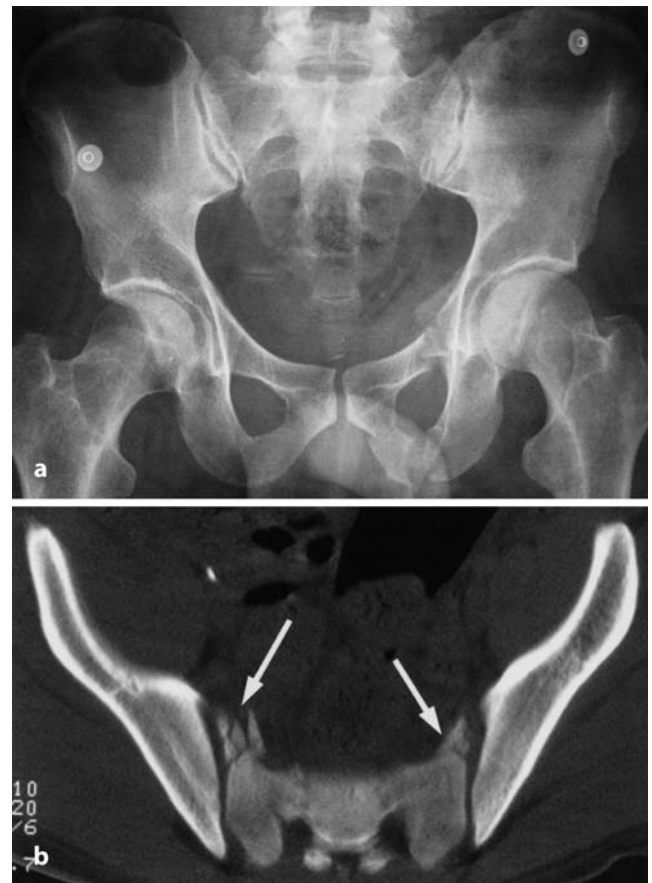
b ▲ 66-jähriger Patient, der als Fußgänger von einem Pkw angefahren wurde. Obere und untere Schambeinastfraktur links. In der CT ventrale Kompressionsfrakturen der Pars lateralis beidseits (Pfeile)
